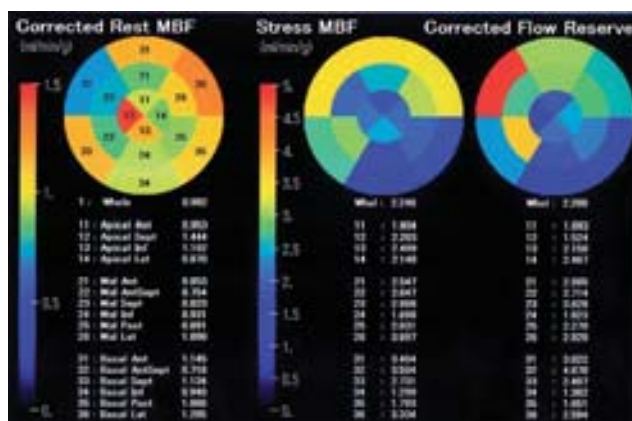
図2と同じ症例に O-15 標識水を用いた PET 検査から算出された安静時と心筋血流量, 最大負荷時心筋血流量および血流予備能の同心円表示
